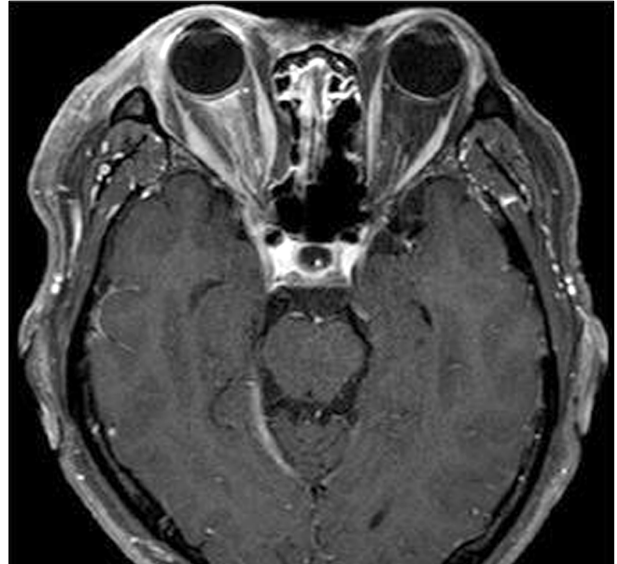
Track-like high signal change along the right optic nerve on T1 MRI.
